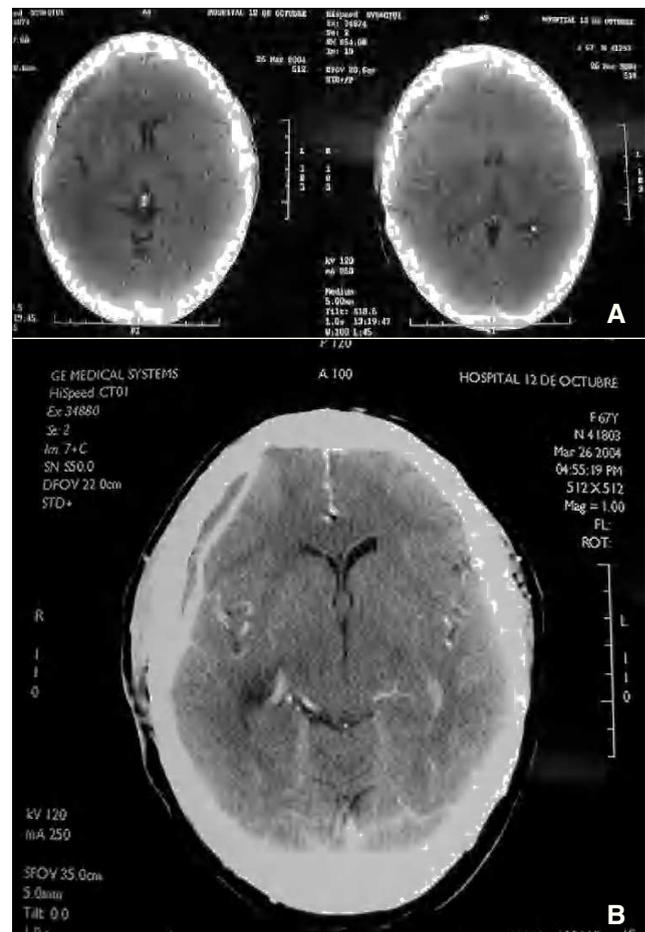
TC craneal sin contraste (A) y con contraste (B) que muestra colección subdural frontal derecha.
